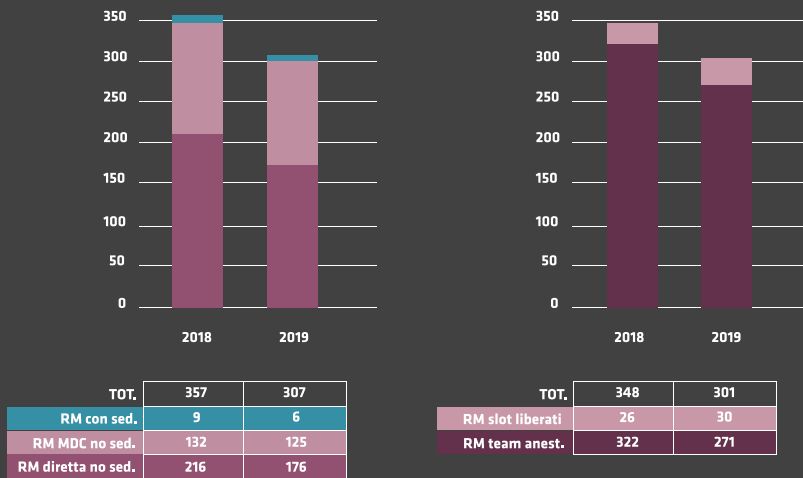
Elaborazione dati Meyer 2018-2019: pazienti dai 6 agli 11 anni sottoposti alla simulazione MRI play.
